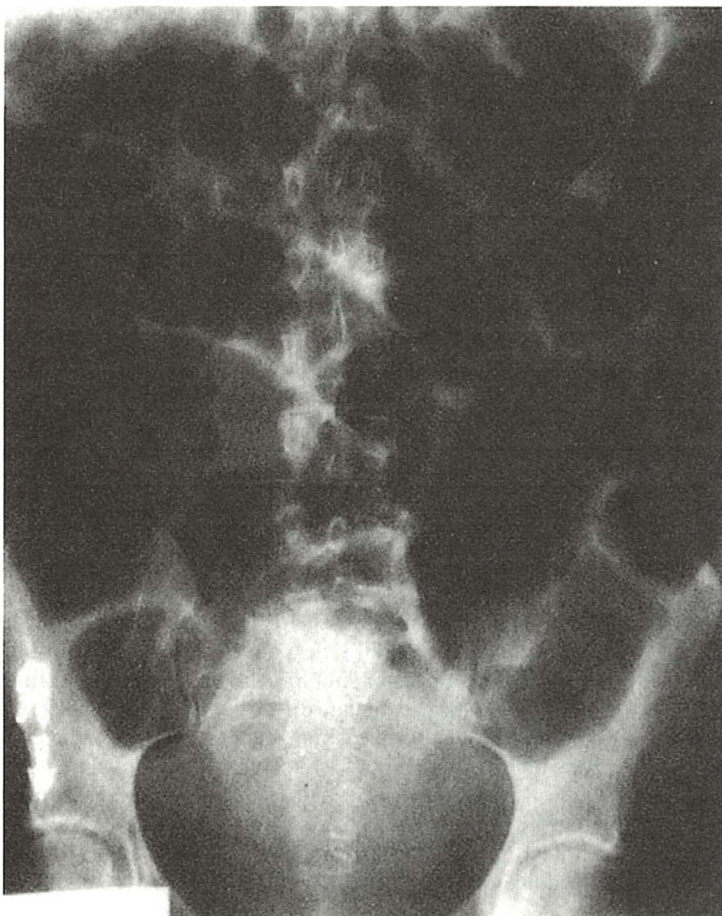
Radiografie abdominală ce evidențiază ileusul paralic al intestinului subțire. Această afecțiune este diferențiată de obstrucția mecanică a intestinului subțire și obstrucția colonică prin existența aerului în colonul sigmoid distal și în rect, precum și în intestinul subțire.
